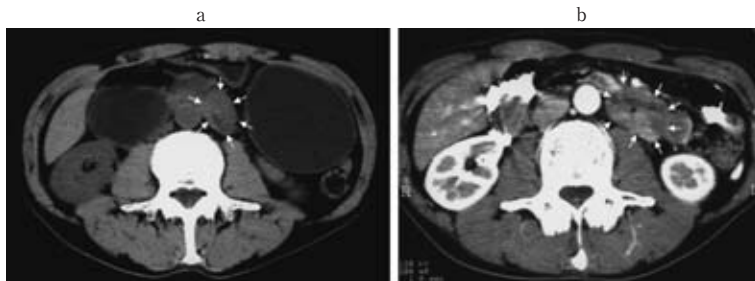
(a) Abdominal CT scan reveals a mass measuring 3.8 cm in diameter in the third and fourth portions of the duodenum (arrow). (b) Enhanced CT scan shows a mass with enhancement in the same portions (arrow).
